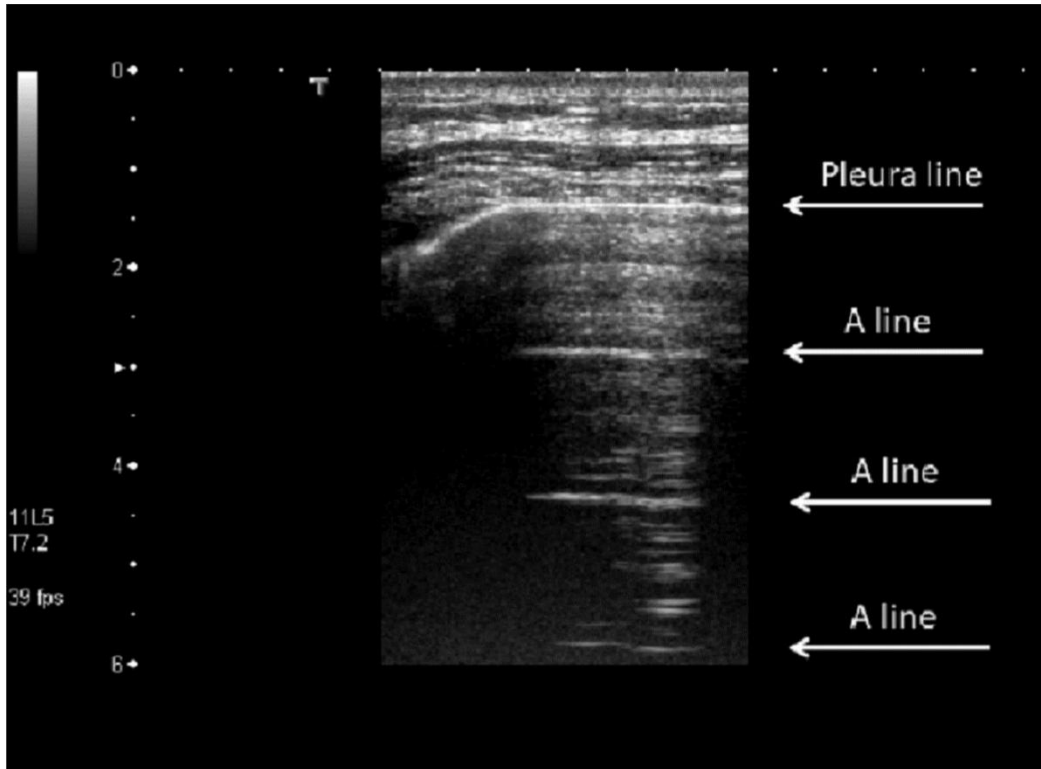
ecografia polmonare, linee A. Fonte Ecografia polmonare con B-lines. Riprodotta da Wang Y, Zhang Y, et al. *Quantitative Analysis of Pleural Line and B-Lines in Lung Ultrasound Images for Severity Assessment of COVID-19 Patients*.
